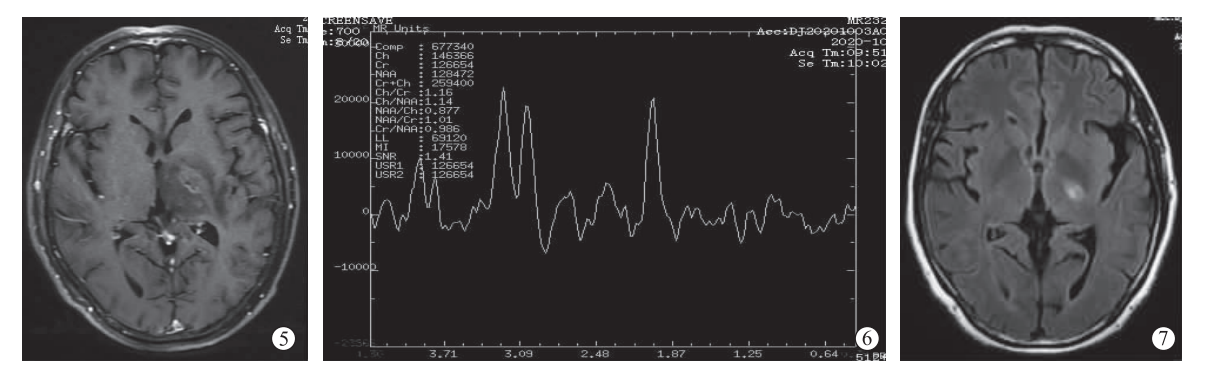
颅脑增强 MRI 表现 图 6 颅脑 MRS 表现 图 7 复查 MRI 表现
